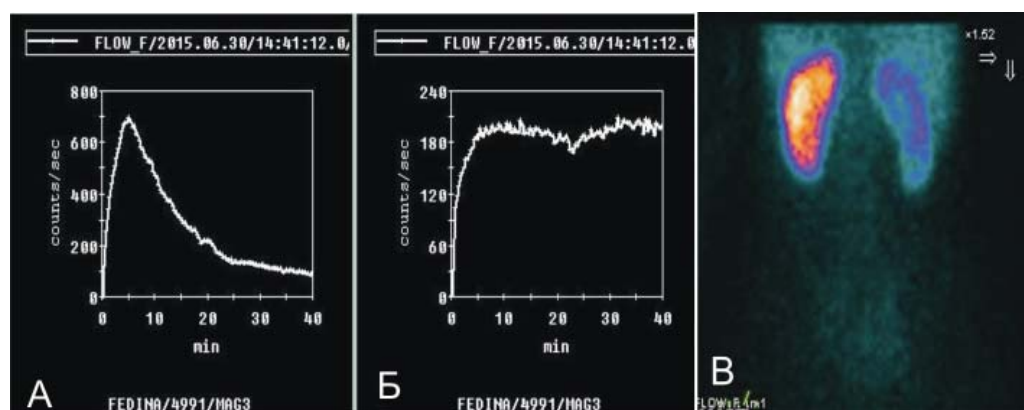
Нефросцинтиграмма MAG-3 с лазиксом.
